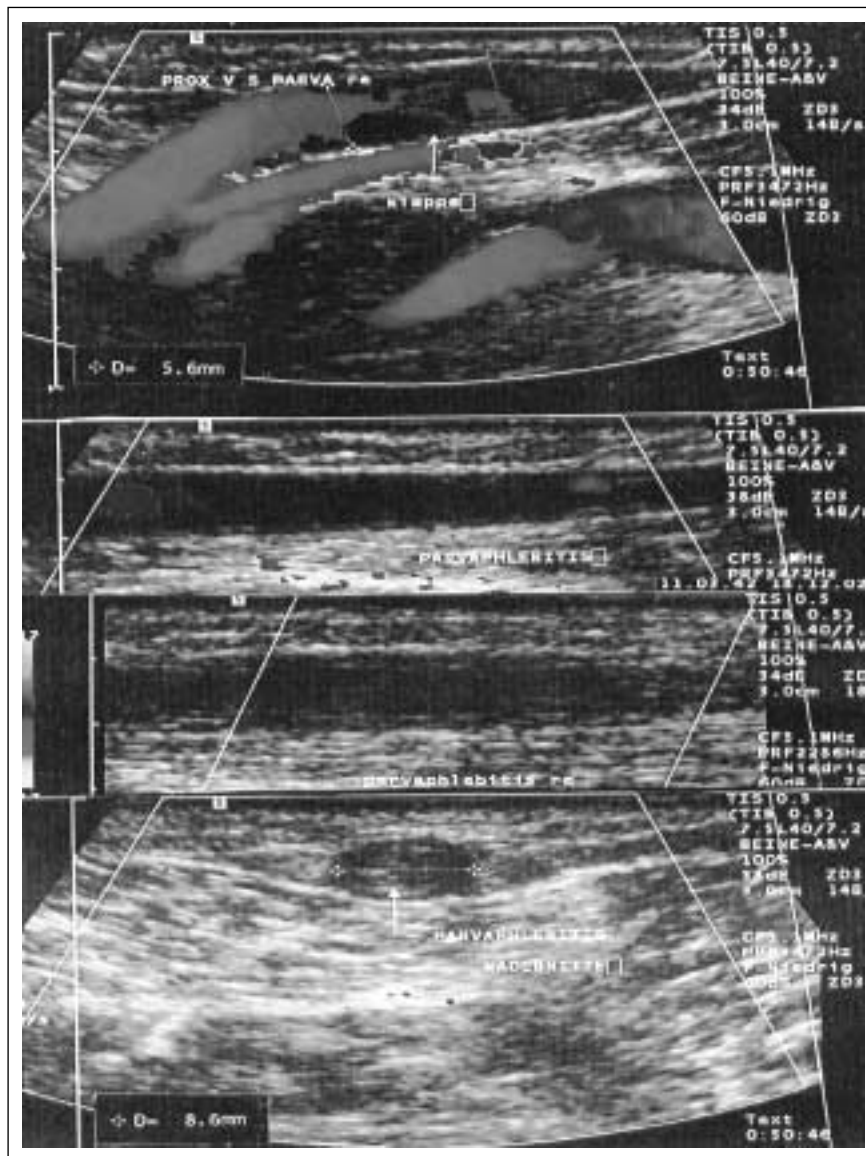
Duplexsonografische Untersuchung (7,5 MHz) bei ausgedehnter Parvaphlebitis rechts (ohne Einbeziehung der Parvamündung) bei 75-jährigem Patienten. Oben: Parvamündung; Mitte: mittlerer Anteil der V. saphenaparva; unten: Querschnitt (mit Sondenkompression)
